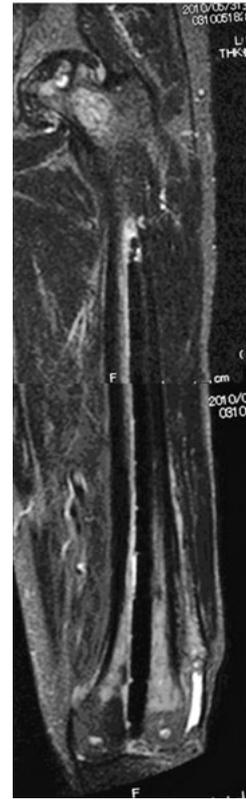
抗菌薬含有PMMAセメントビーズ挿入下でのMRI
